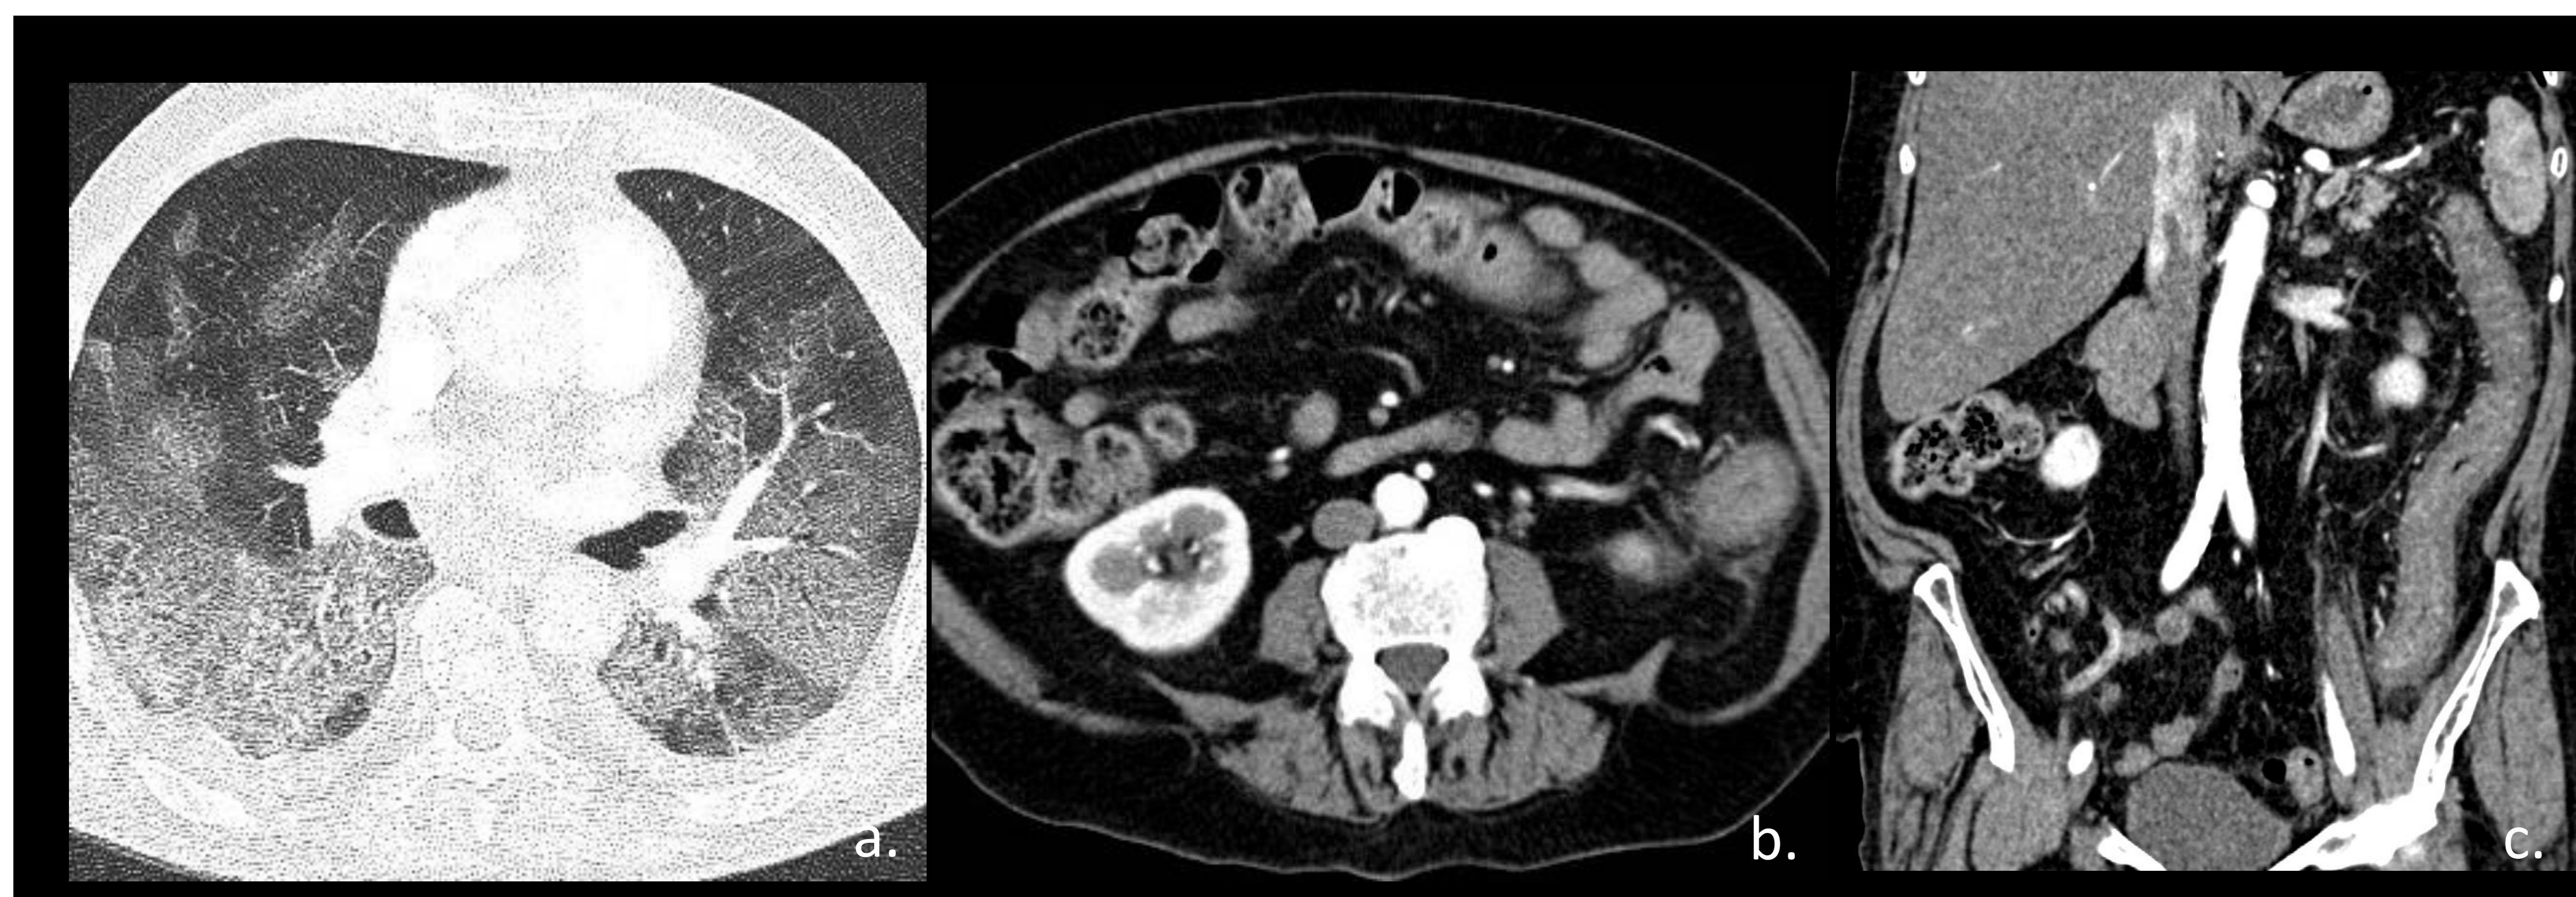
Varón de 70 años con afectación pulmonar COVID-19, presenta dolor abdominal agudo, rectorragia, aumento de PCR y Dímero-D. TC abdominal con contraste iv, ventana de pulmón en campos medios muestra afectación extensa y bilateral en vidrio deslustrado de predominio posterior. Corte a nivel de mesogastrio (b) y reconstrucción MPR coronal (c) muestra engrosamiento circunferencial de la pared del colon izquierdo con aumento de atenuación de la grasa adyacente sugestivo de colitis isquémica.
